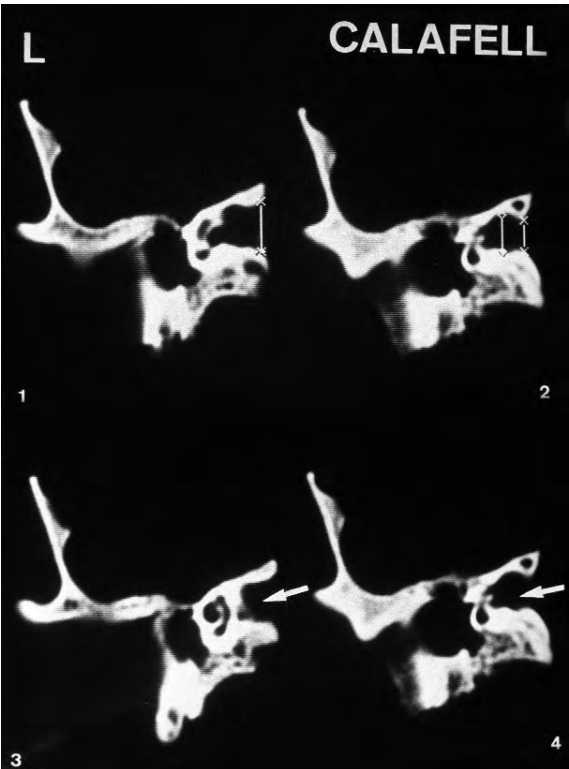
Tomografia del crani del Castell de Calafell. L, costat esquerre.
